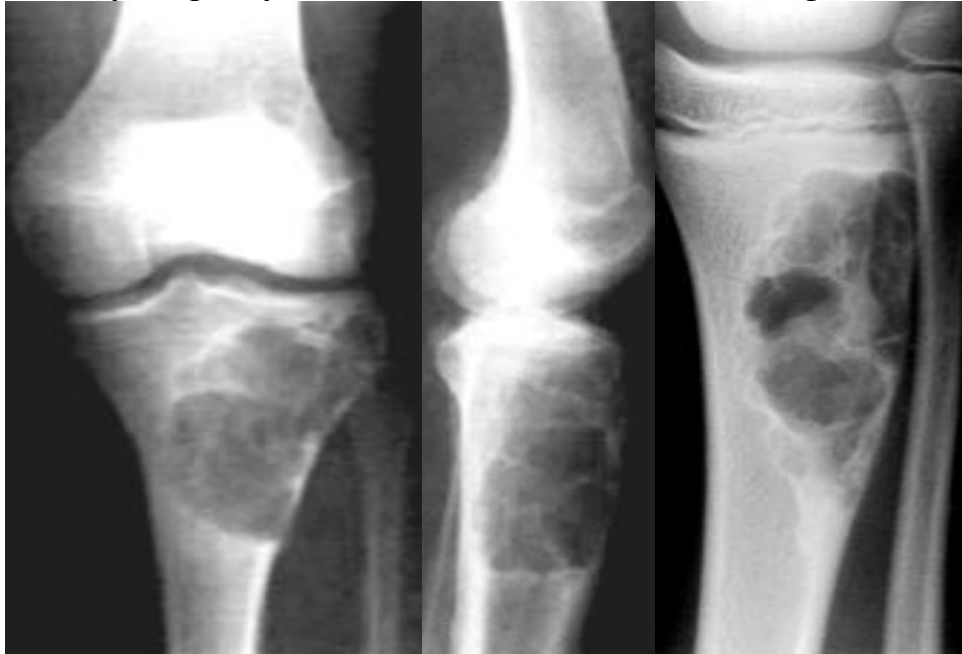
Не костеніюча фіброма. Рентгенограми колінних суглобів в прямій і бічній проекціях різних пацієнтів – у проксимальному та дистальному метафізах великогомілкових кісток визначаються ексцентрично розташовані великі "географічні" ділянки деструкції (поліциклічні контури + склеротичний обідок). Структура утворень неоднорідна за рахунок множинних дрібних вапняних включень і окремих кісткових балок, розташованих між кісткоподібними структурами.
